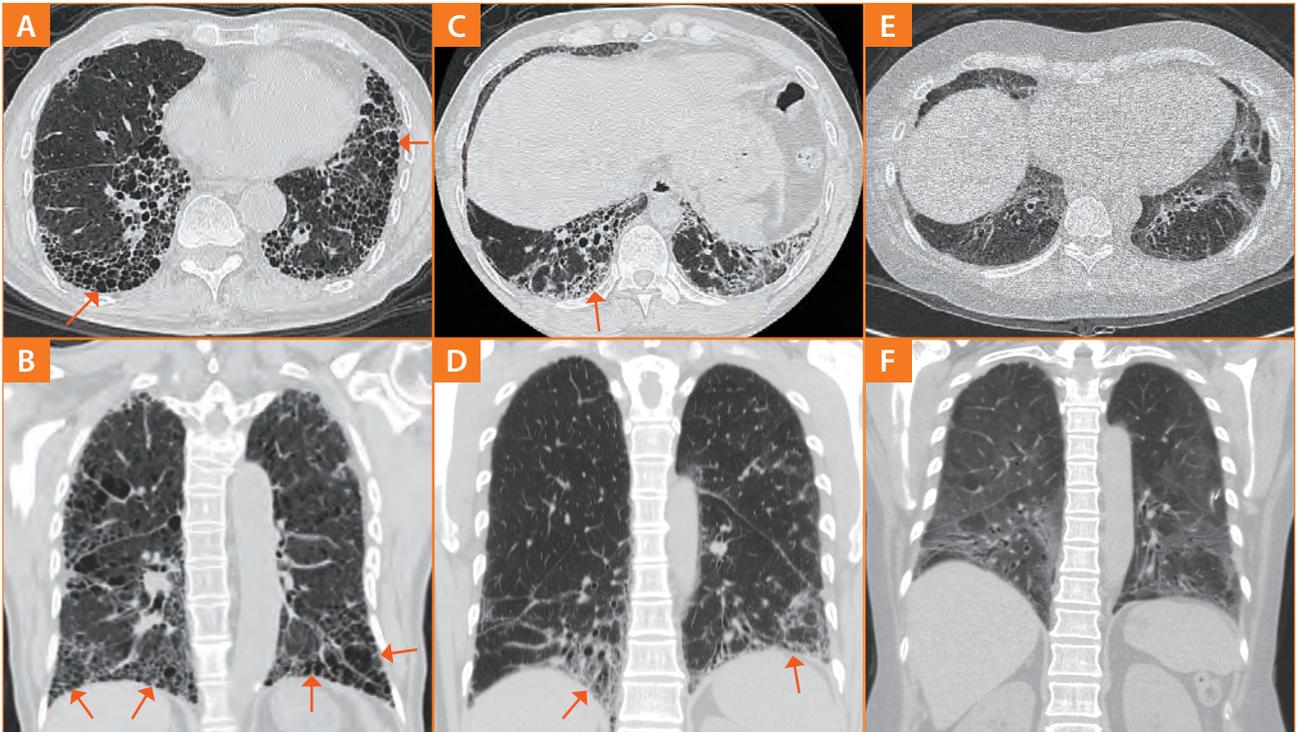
顯現出 UIP 型態和可能為 UIP 的型態之 HRCT 影像。(A 和 B) UIP 型態，有大範圍的蜂窩現象：軸向和冠狀切面之 HRCT 影像顯示出主要分布在肺底部及週邊之網狀異常，且伴隨多層蜂窩現象 (箭頭處)。(C 和 D) UIP 型態，蜂窩現象較不嚴重：軸向和冠狀切面 CT 影像顯示出主要分布在肺底部及週邊之網狀異常，且伴隨肋膜下的蜂窩現象 (箭頭處)。(E 和 F) 不符合 UIP 的型態：軸向和冠狀切面影像顯示出主要分布在週邊及肺底部之較廣泛毛玻璃狀陰影，僅有少量網狀異常，且伴隨有拉扯性支氣管擴張，但無 CT 影像可見之蜂窩現象，此病例經胸腔鏡手術切片證實有顯微鏡下可觀察到的蜂窩變化。最終臨床多学科討論為可能 UIP。感謝張允中醫師及王鶴健醫師協助提供圖檔。
